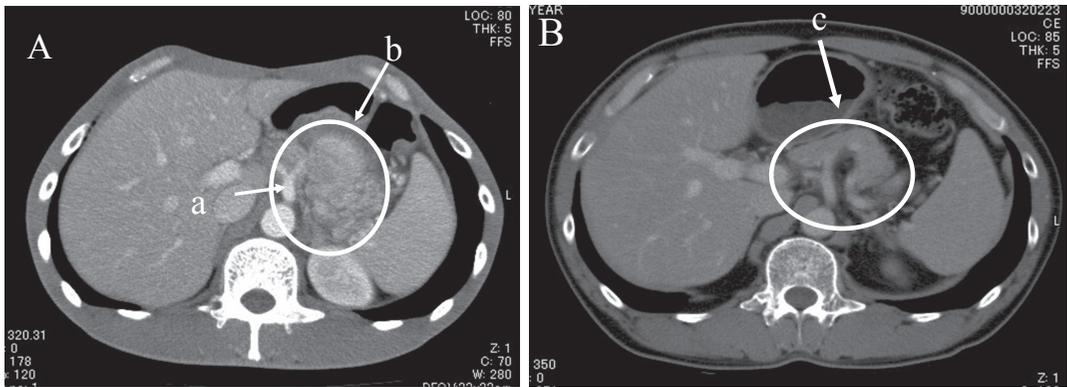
症例① A: 化学療法前. CT; bulky LN (No.9, 16a2-lat LN) の腹腔動脈浸潤. a: 腹腔動脈. b: bulky LN (No.9, 16a2-lat LN). B: 化学療法後. CT; bulky LN (No.9, 16a2-lat LN) 縮小. 腹腔動脈浸潤無し. P0, H0. c: bulky LN (No.9, 16a2-lat LN).
